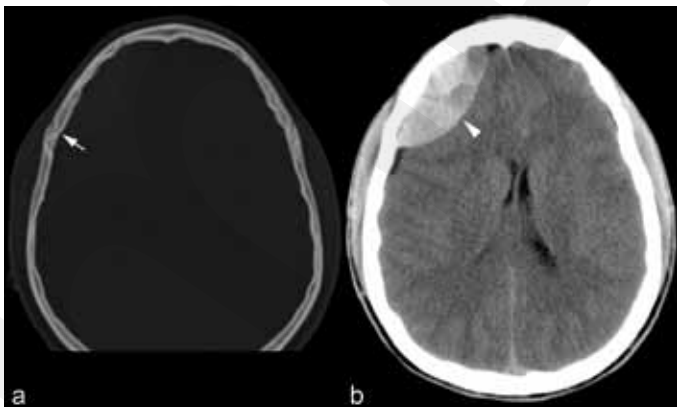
CT natif en fenêtre osseuse (a) et fenêtre parenchymateuse (b) montrent une fracture frontale droite (flèche) à l'origine d'un hématome épidural spontanément hyperdense en forme de lentille bi-convexe typique (tête de flèche). A noter que l'hématome ne traverse pas la suture coronale.
